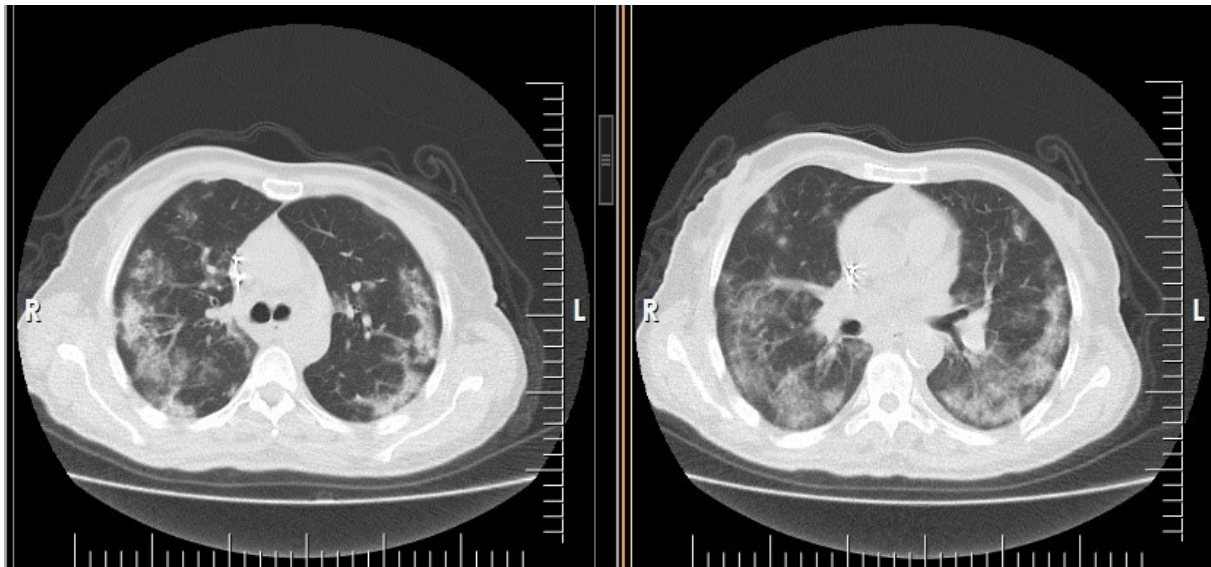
Chest computed tomography reveals bilateral coalescent peripheral ground glass opacities and consolidations in concordance with COVID-19 pneumonia
